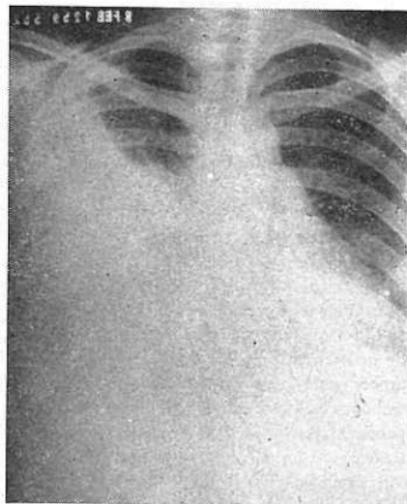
Tele-radiografía de tórax, 20 días después de la anterior: derrame pleural derecho abundante.
